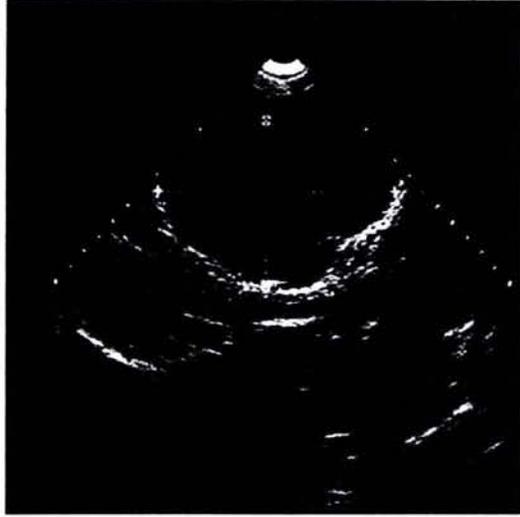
USG donde se observa quiste hepático.
